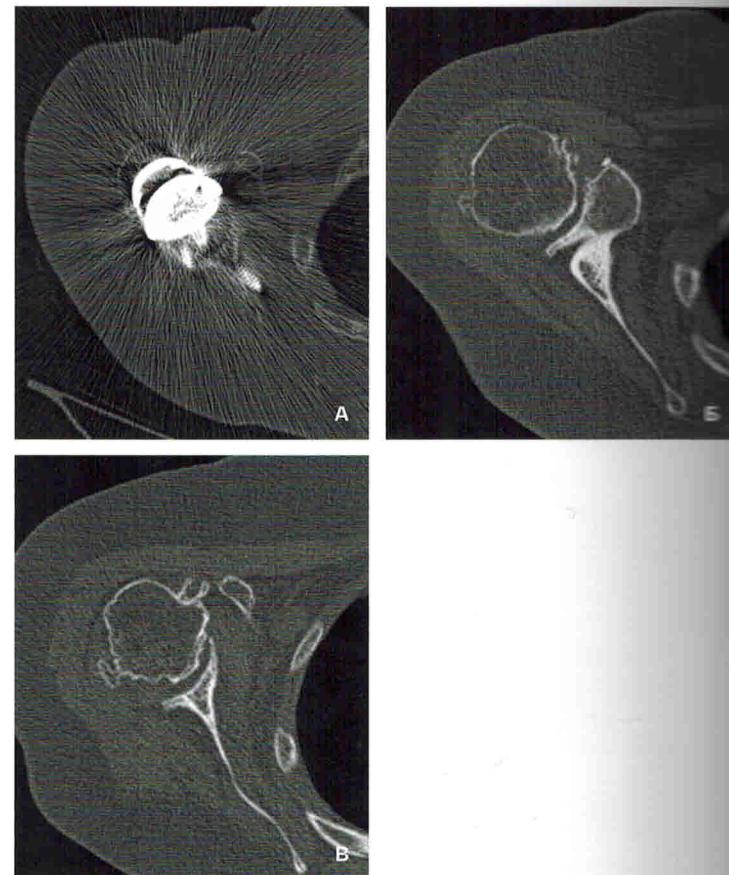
А–В. А – КТ исследование плечевого сустава в 2D, в аксиальной проекции после реверсивного эндопротезирования плечевого сустава: правильное положение имплантированной гленосферы в шейку лопатки с фиксацией шурупами. Соосное положение плечевой ножки эндопротеза с вкладышем относительно гленосферы; Б, В – КТ в 2D в аксиальной проекции, грубая деформация ГПК с подвывихом кпереди. Эрозия и деформация суставной впадины лопатки с потерей костной массы
